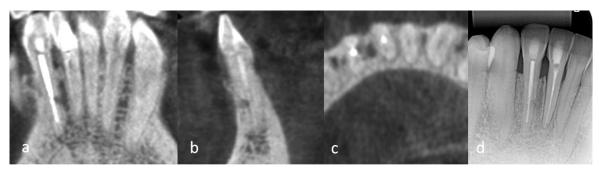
Imagem de reabsorção inflamatória externa em incisivo lateral inferior direito, envolvendo a face mesial, com extensão para vestibular, em terço médio, causada por avulsão seguida de reimplante imediato, realizada após cinco anos da data do trauma. (a,b e c): Cortes tomográficos (coronal, parassagital e axial). (d) Radiografia periapical
